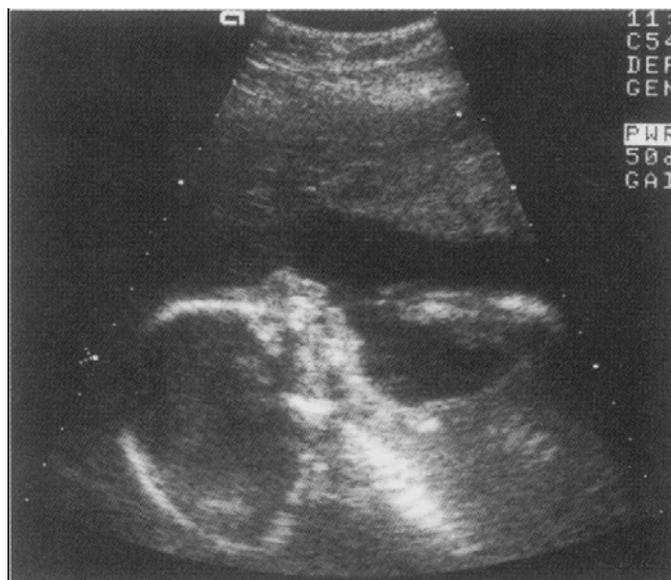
Ultrasonido de feto con 20 semanas de gestación, presenta micrognatia.
